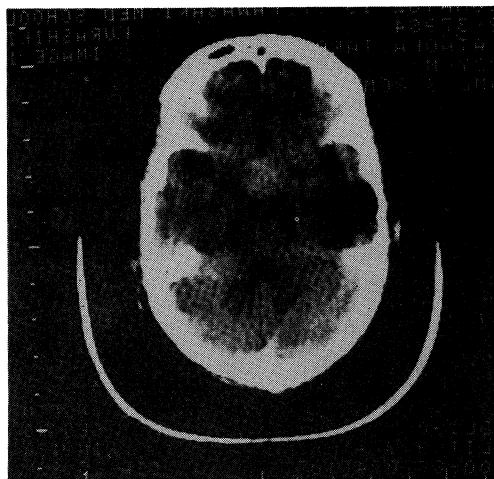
Plain CT. Round high density is seen in the suprasellar region.
